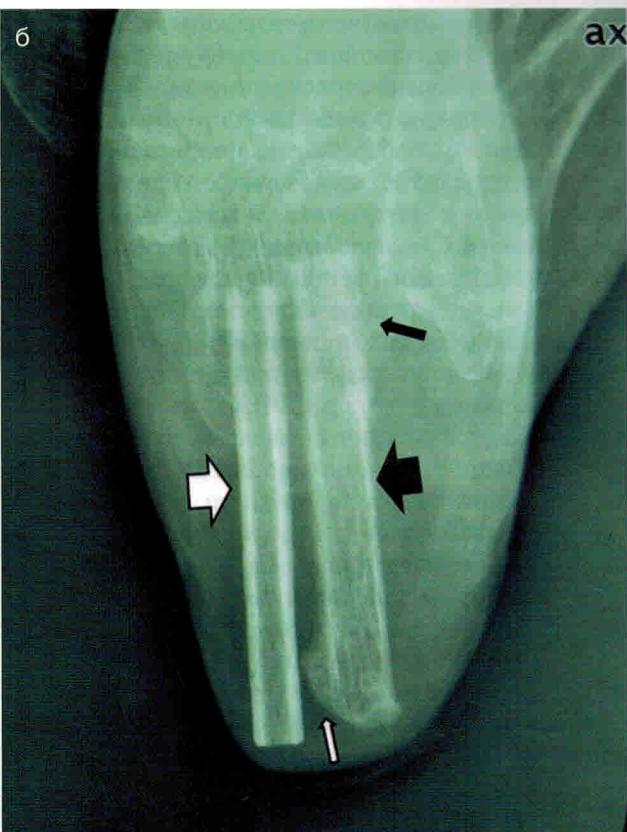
Транспозиция малоберцового лоскута: неваскуляризованную малоберцовую кость зафиксировали спицей Чюшнера; венозный малоберцовый кожный лоскут подготовили для ретроградной транспозиции и разместили параллельно с неваскуляризованной малоберцовой костью для реконструкции пятничной кости (а). Р — сосудистая ножка; NF — суральный нерв; SF — кожный лоскут; N — венозный костный лоскут. Через год после операции на рентгеновских снимках видна реакция различных сегментов одной малоберцовой кости на стрессорное воздействие: венозная фистула (показана толстой черной стрелкой) существенно толще, чем неваскуляризованная малоберцовая кость (показана толстой белой стрелкой) (б). Проксимальный отдел венозной малоберцовой кости хорошо застает с местом соединения с таранной костью (показано тонкой черной стрелкой), и ремоделирование соответствующей неваскуляризованной малоберцовой кости отсутствует
